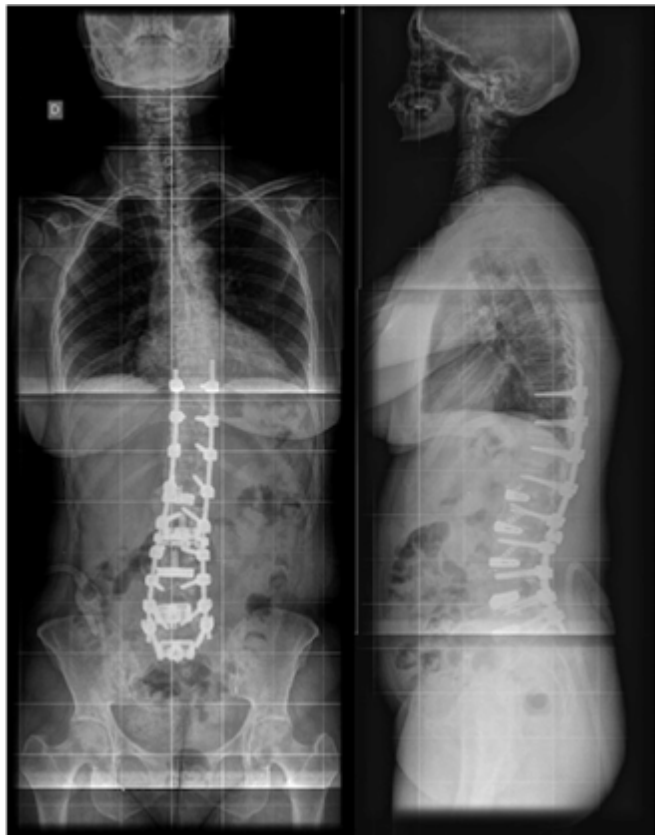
Radiografia panorâmica pós-operatória evidenciando artrose T10-S1 associada a ALIF L1-S1.
